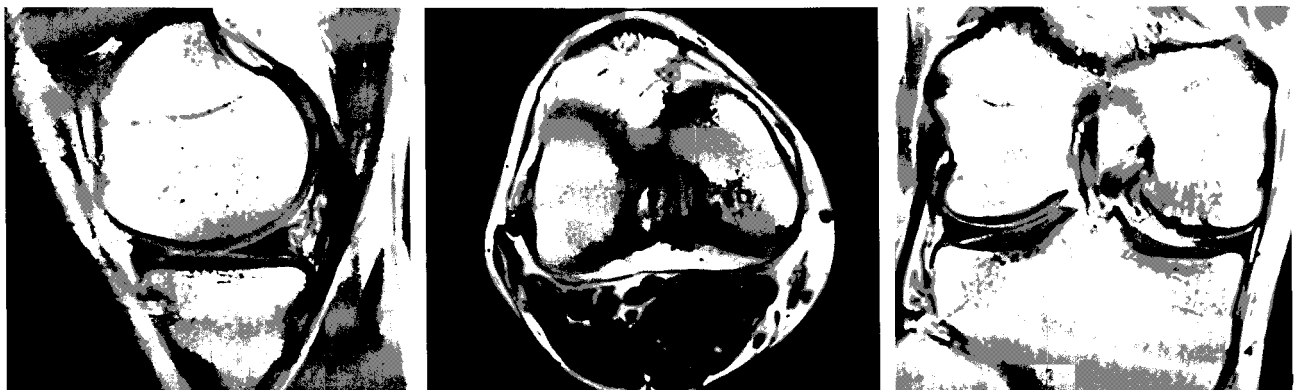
Case 1. Post operative 22 months MRI. Complete consolidation of the OCD fragment and covered normal hyaline cartilage.
